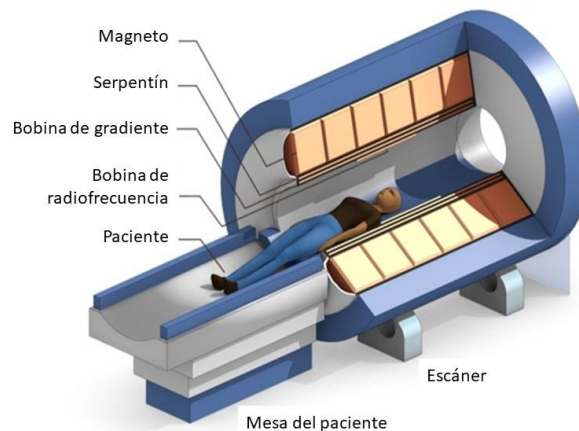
Componentes principales del sistema de MRI.
